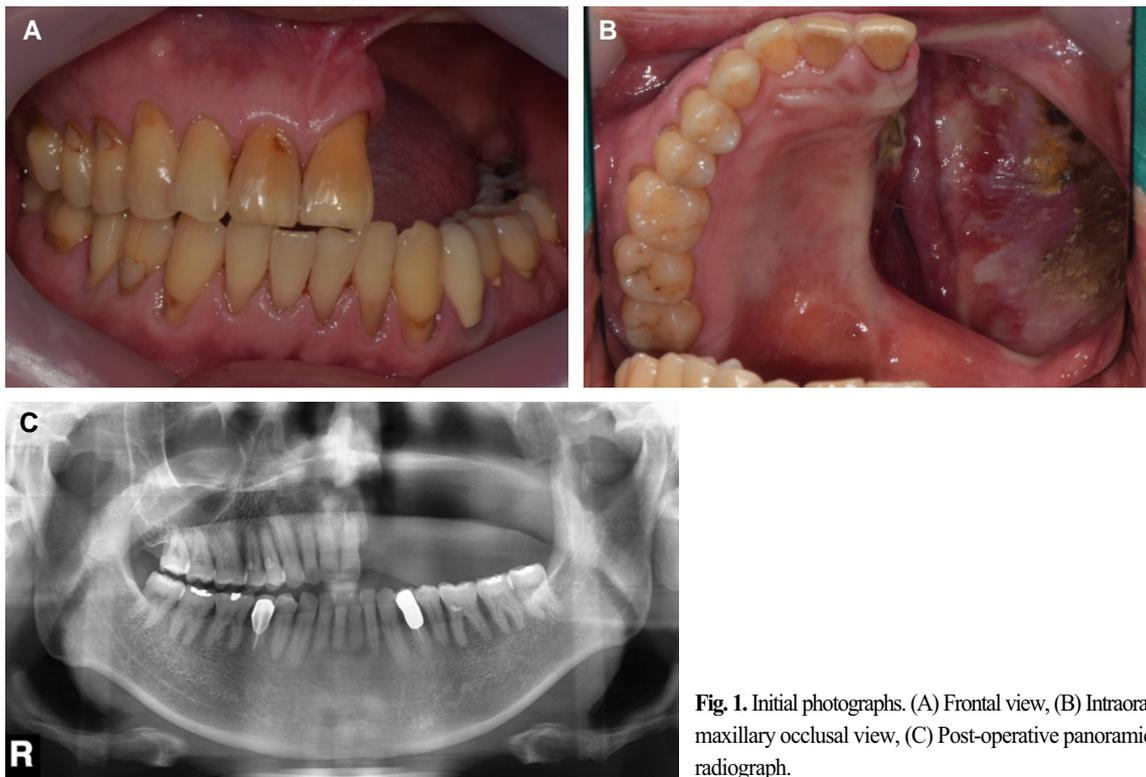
Initial photographs. (A) Frontal view, (B) Intraoral maxillary occlusal view, (C) Post-operative panoramic radiograph.
